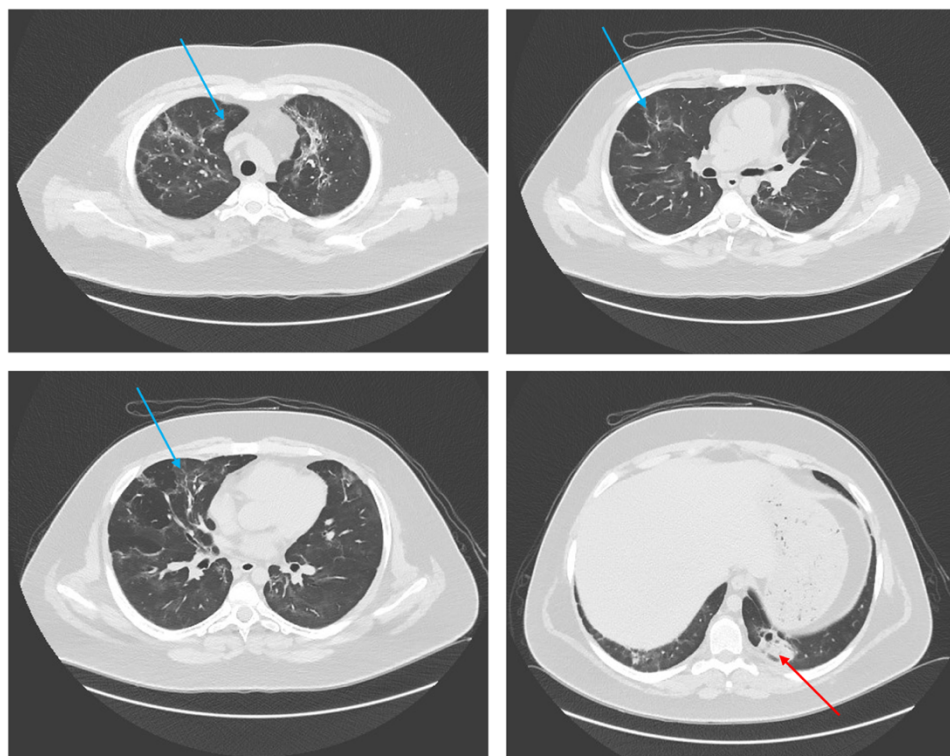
КТ органов грудной клетки от 24.07.2021. Красной стрелкой обозначен очаг консолидации в базальных отделах S10 левого легкого. На этом фоне визуализируются две воздушные полости. Голубыми стрелками обозначены перифокальные участки по типу «матового стекла»
